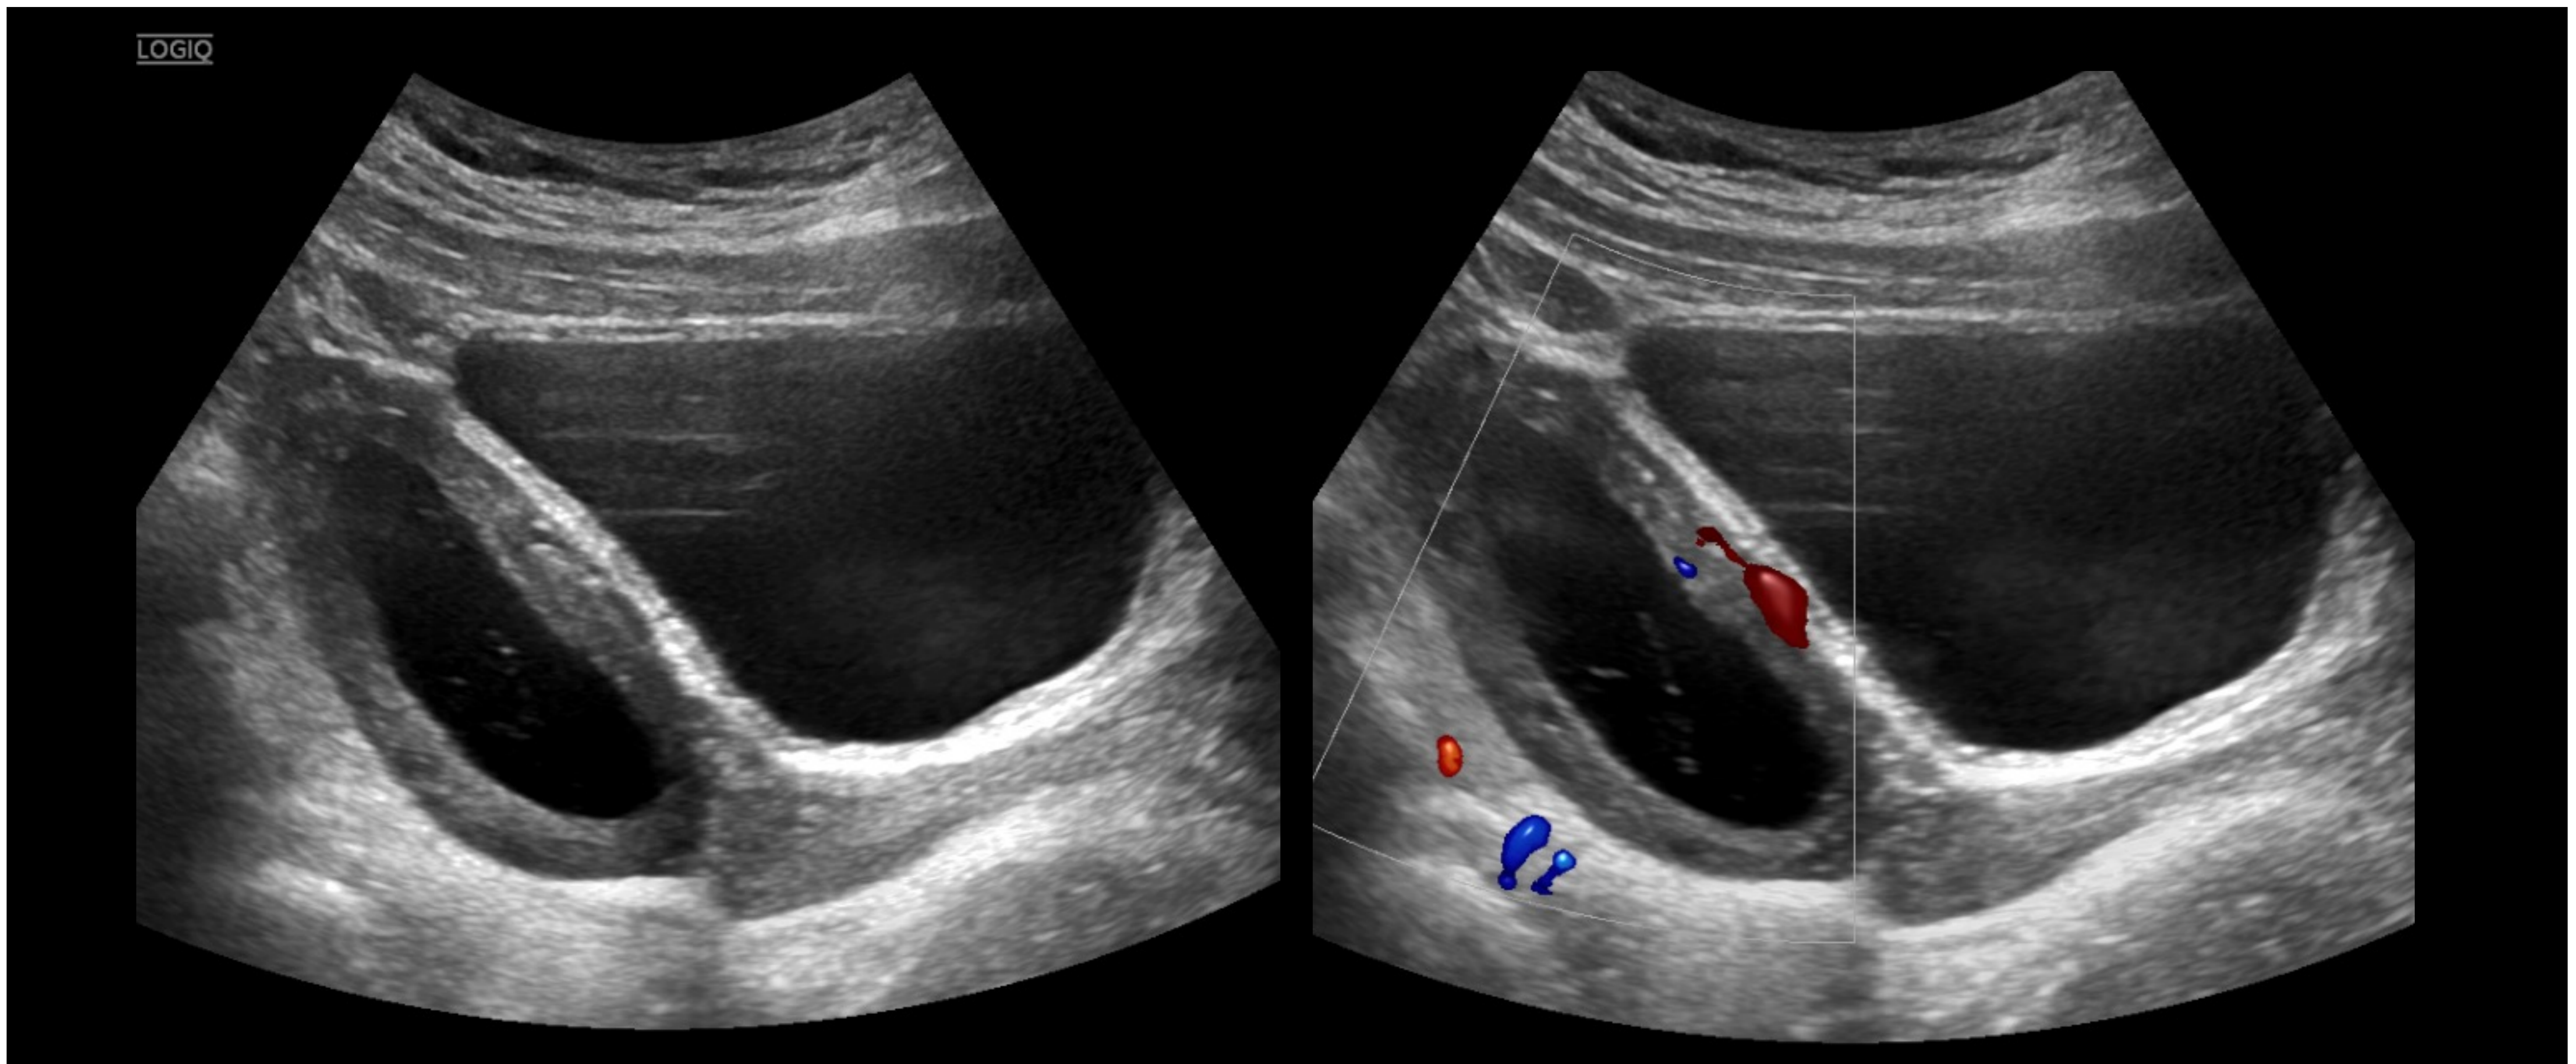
Quiste hemorrágico. Mujer de 14 años con epigastralgia, dolor en FID y leucocitosis. En la ecografía llama la atención la presencia de un anejo derecho aumentado de tamaño con lesión anecogénica central que presenta ecos finos de morfología lineal en su interior y ausencia de señal Doppler de la lesión con flujo conservado en el parénquima ovárico adyacente.
